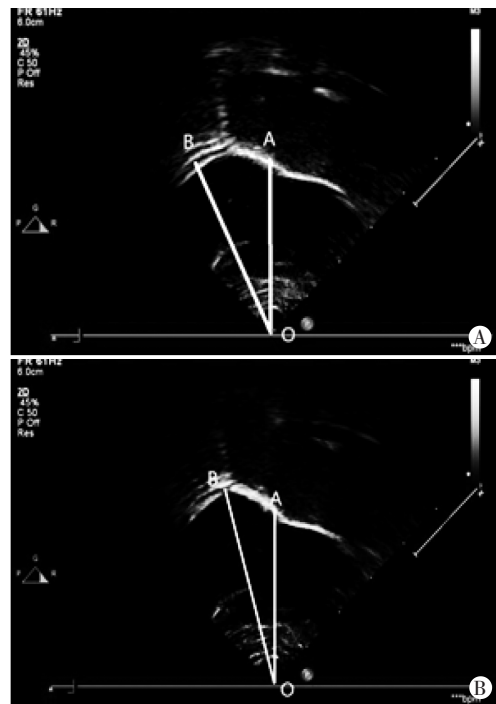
正常对照组幼儿舌超声图像, OA 距离为 4.13 cm, AOB 角度为 19°
